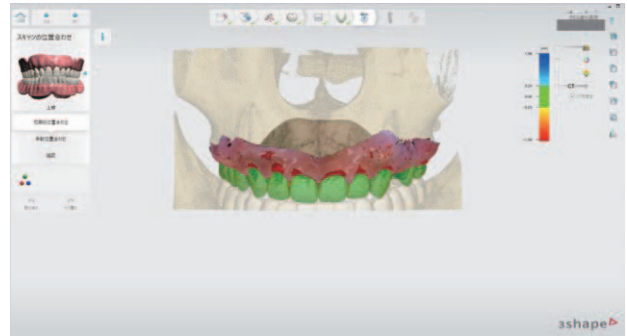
本症例のような修復歯が少ない症例は、CTデータとの合成も非常に簡単に、正確に行える
